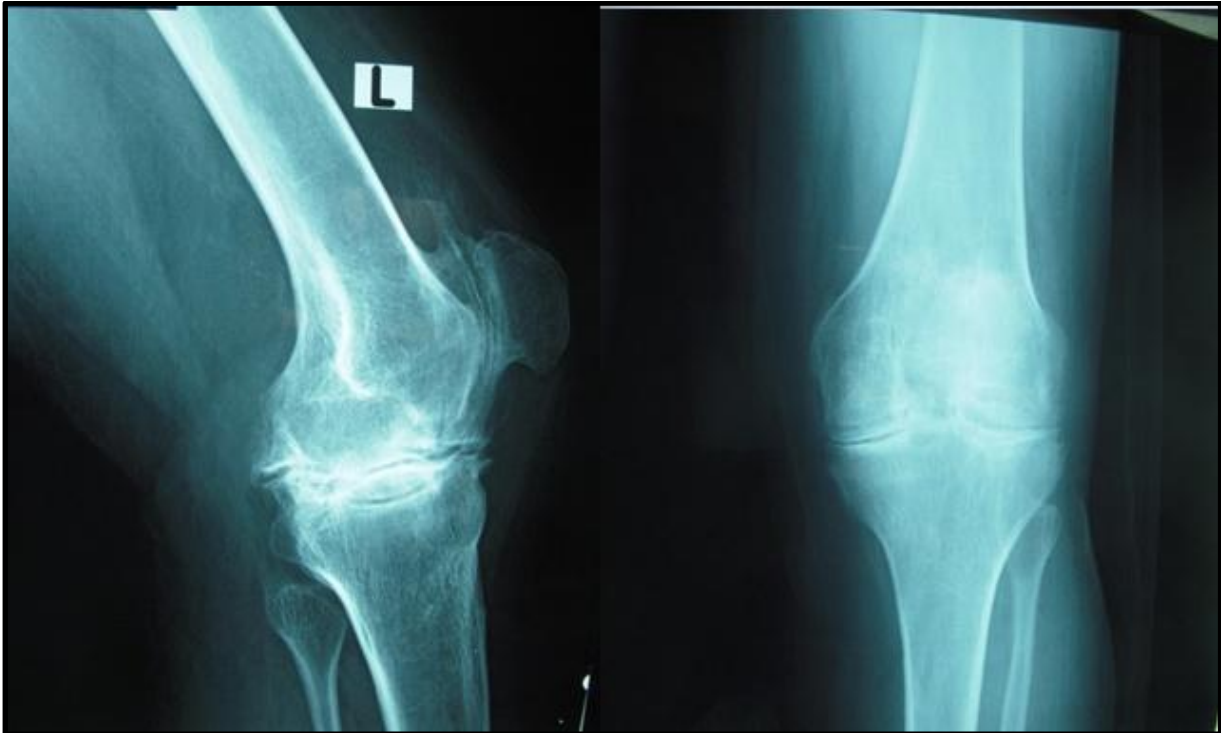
Radiographie face et profil d'un genou gauche raide, bloqué en flexum de 10° chez une patiente âgée de 38 ans
